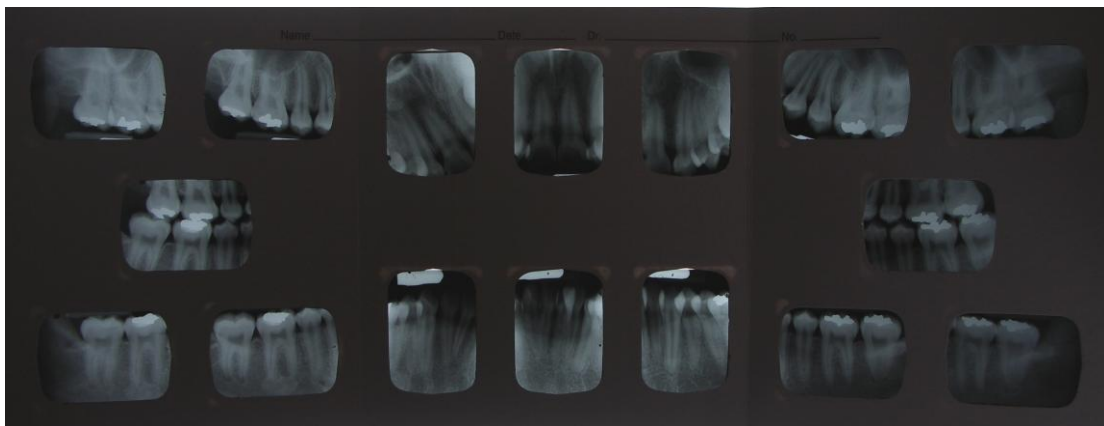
Periapical completo inicial. Abril 2005
